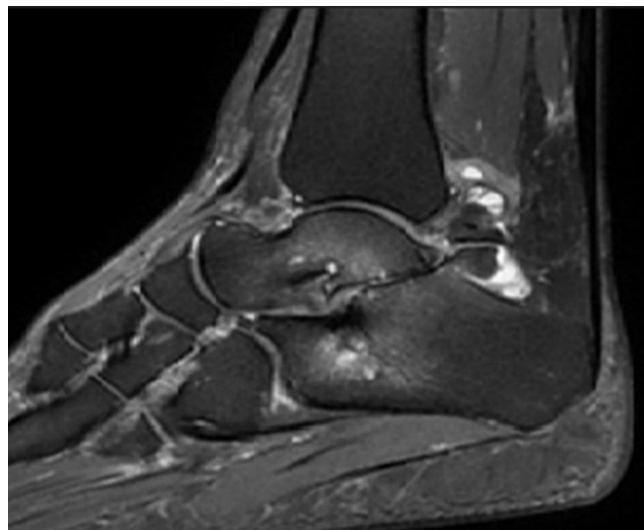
RM Secuencia STIR Sagital. Presencia de *os trigonum* fragmentado, el segmento inferior pseudoarticulado con el calcáneo. Edema y líquido adyacente.
